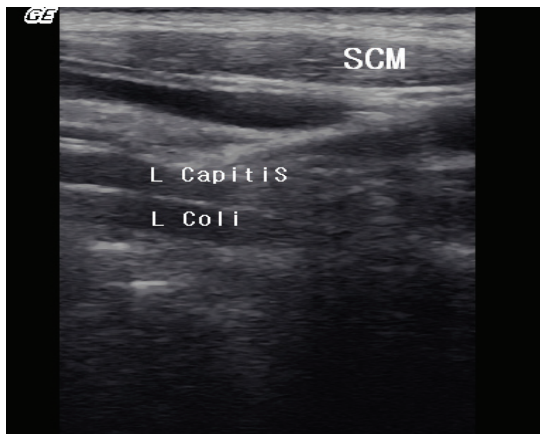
Ultrasound image of cervical flexor muscles
